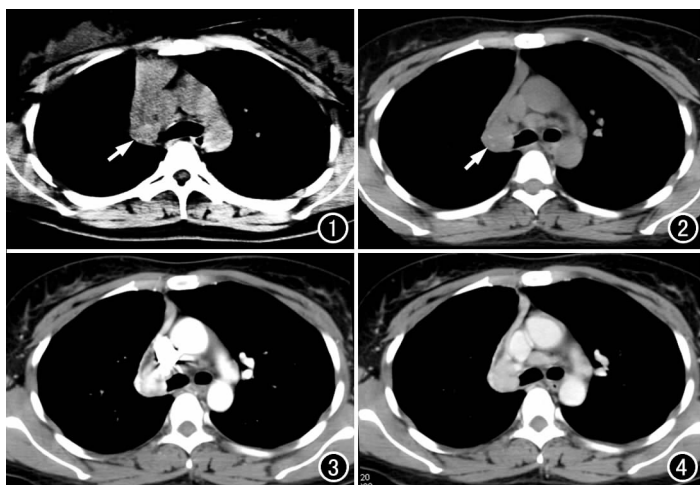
CT 平扫示右肺门区有一软组织肿块(箭), 密度较均匀, 右肺上叶支气管狭窄, 右肺上叶体积缩小、密度增高、向肺门聚拢。
